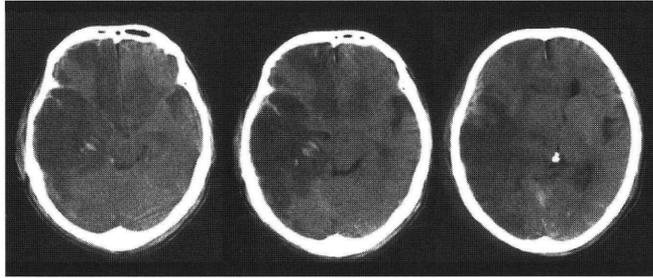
CT on day 4 showed midline shift and compression of mesencephalic cistern.
